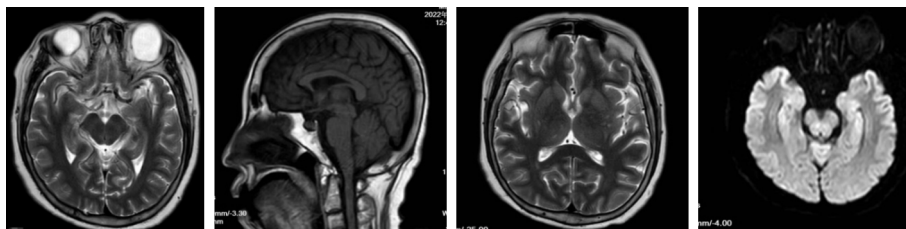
病例3颅脑MRI检查图像:大脑皮质及皮下多发陈旧梗死灶伴海马钙化,DWI成像显示颞叶内侧、颞极皮质出现沿皮质的稍高信号
